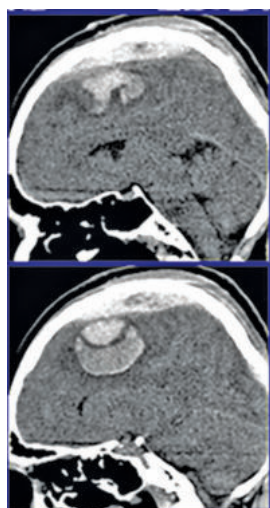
КТ головного мозга до операции, аксиальная проекция
